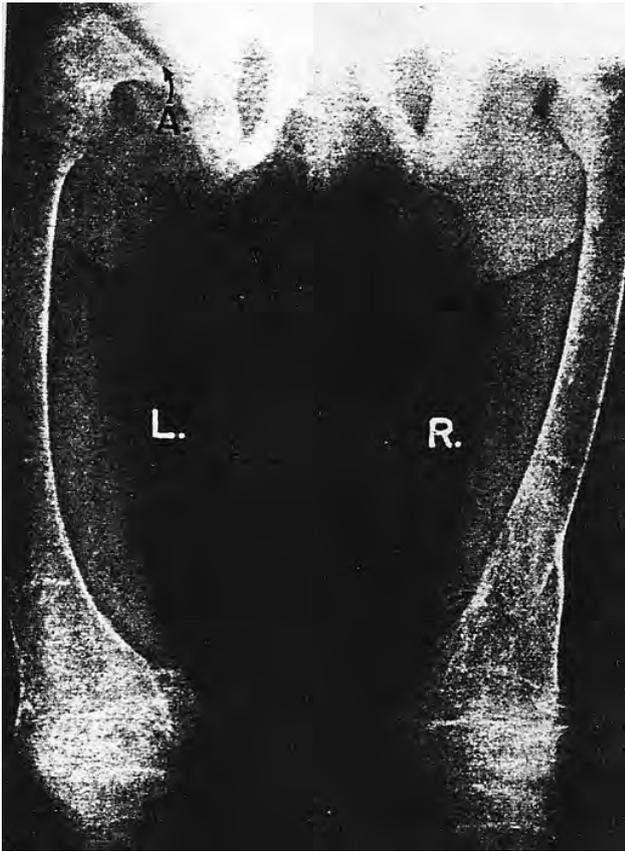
Radiografía de ambos fémures antes de instaurarse el tratamiento en la paciente de la figura 2<sup>2</sup>
